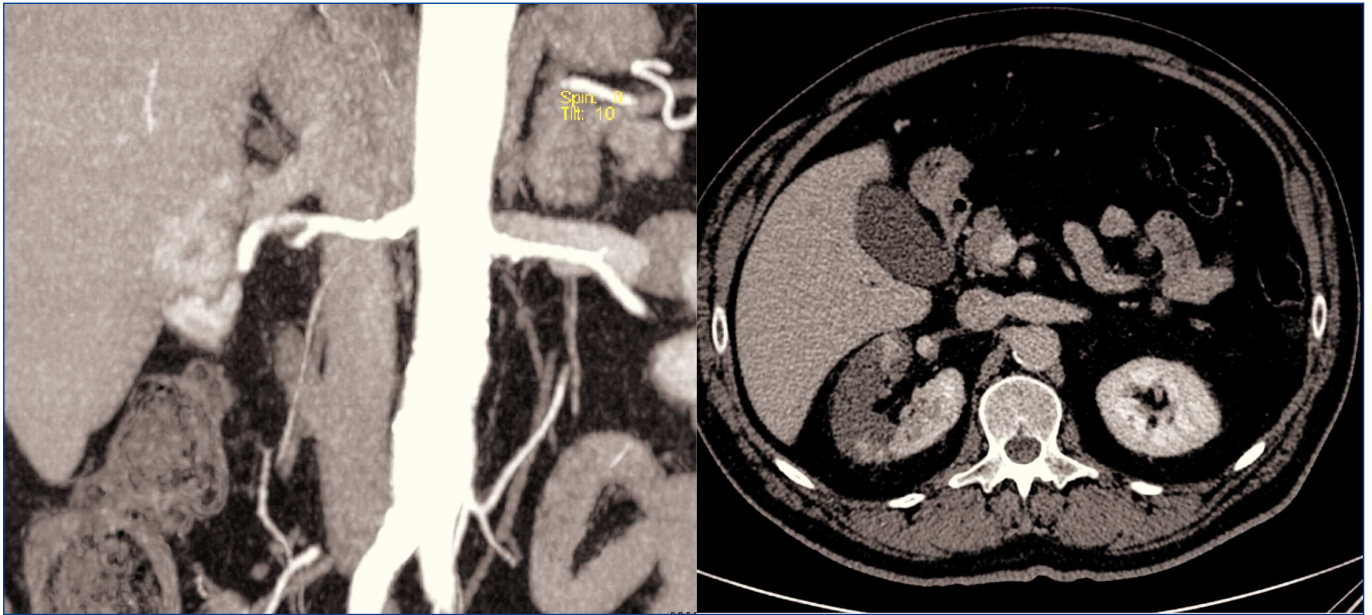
Diferentes proyecciones del infarto renal derecho en la tomografía computarizada.
